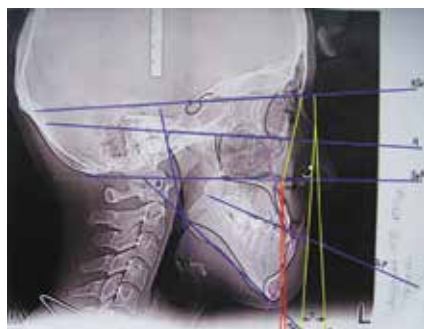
Фото телерентгенограммы пациентки М-к Ю., 19 лет с мезиальным прикусом (III класс Энгля) осложненным открытым, обусловленным ретроположением верхней челюсти на 11° и чрезмерным развитием в длину нижней челюсти (тела — на 8 мм, ветви — на 7 мм) с развернутой нижнечелюстной углом — на 9°
